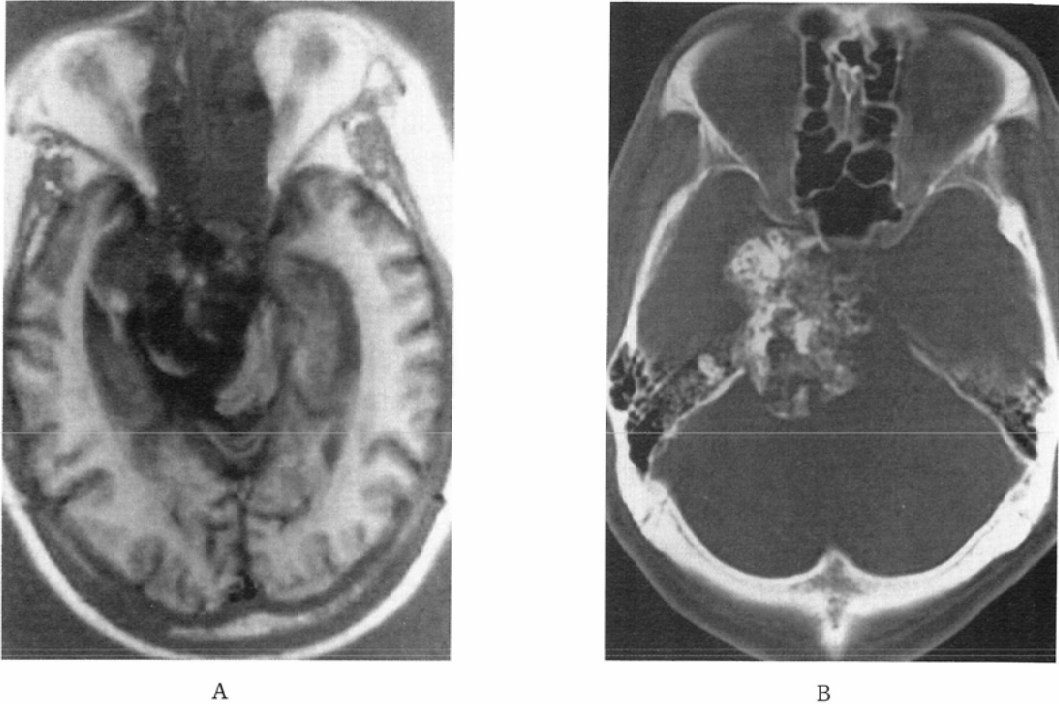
Chondroma of the clivus. A: IR image. The tumor consists of markedly low intensity area, moderately low and high intensity areas. Moderately low and high intensity areas correspond to the calcification seen on the CT scan (B). B: CT (Bone window). Marked calcification is present in the tumor.
